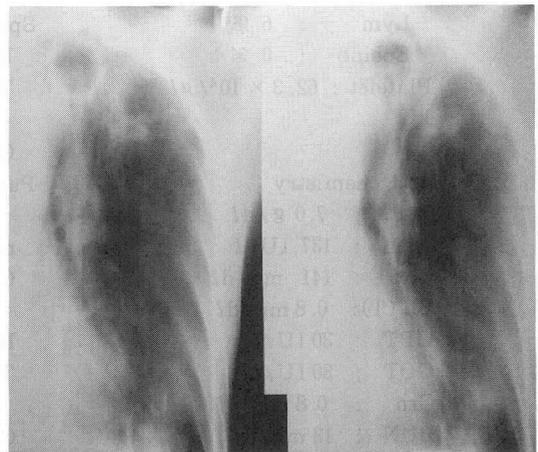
b 胸部X線正面断層像(症例3, 感染源)
